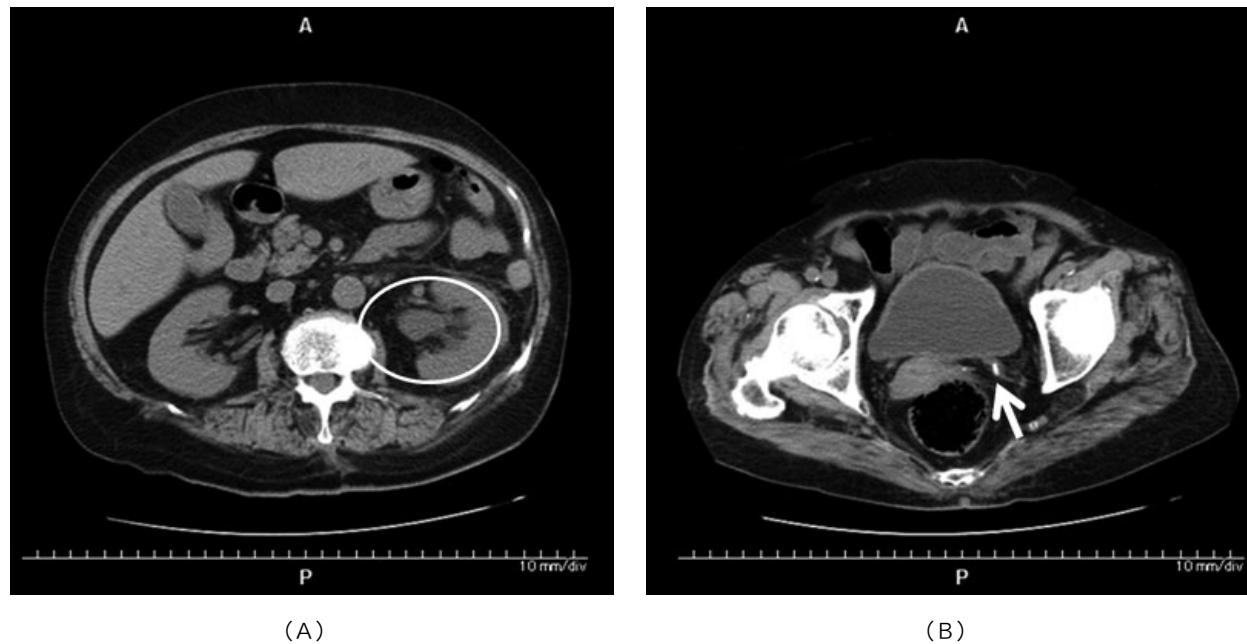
入院時の腹部単純CT所見。左水腎症(A)と左尿管口付近に7mm大の結石(B)を認める
